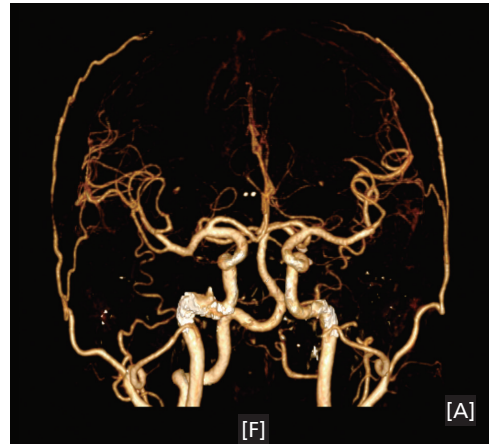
Brain computed tomography angiography showed left vertebral artery occlusion.
